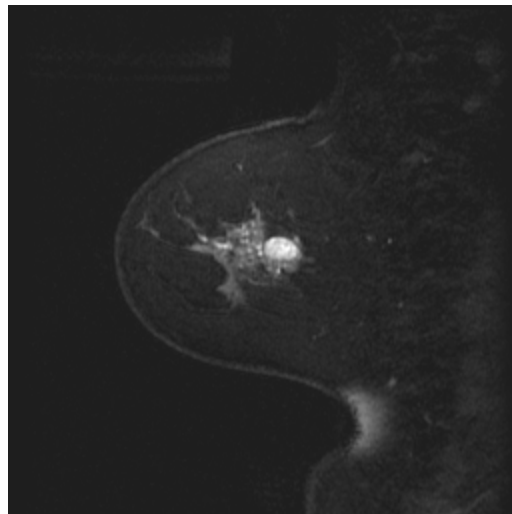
Resonancia magnética de mama. Secuencia sagital en T1 con contraste. Fibroadenoma.
